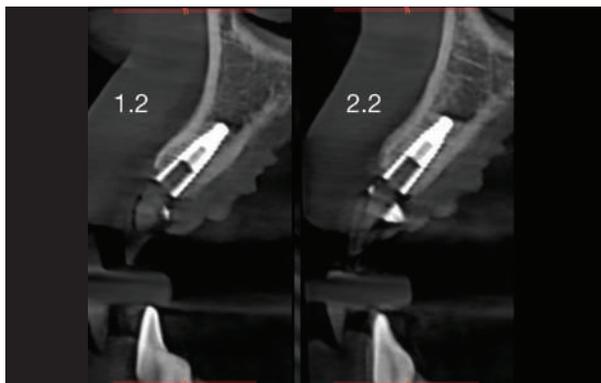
Controllo radiografico dopo l'inserimento degli impianti
